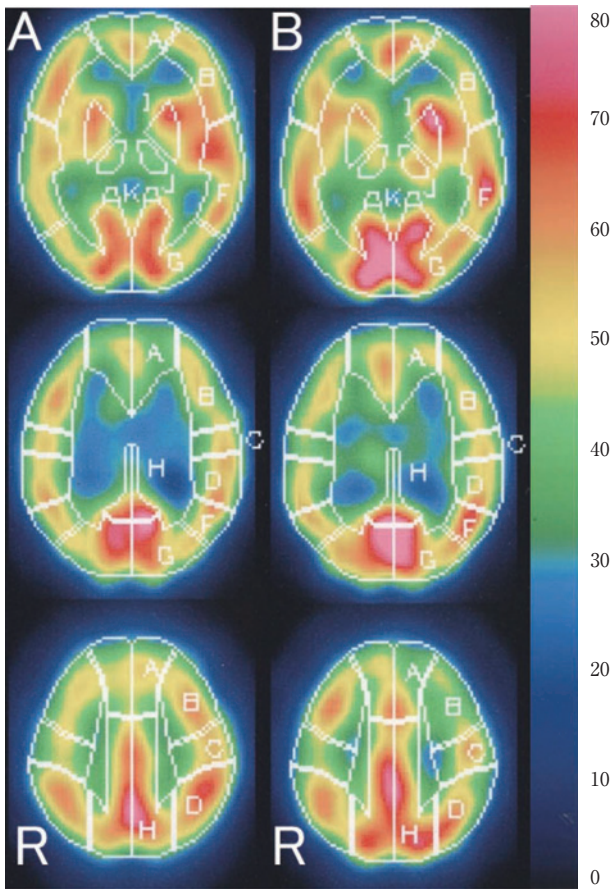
^{99m}Tc-ECD SPECT scans obtained one month after the clinical onset. Before acetazolamide administration (A), there is no laterality of regional cerebral blood flow (rCBF) in the basal ganglia. After acetazolamide administration (B), rCBF is slightly reduced in the left frontoparietal cortex, while it is increased in the left basal ganglia.
